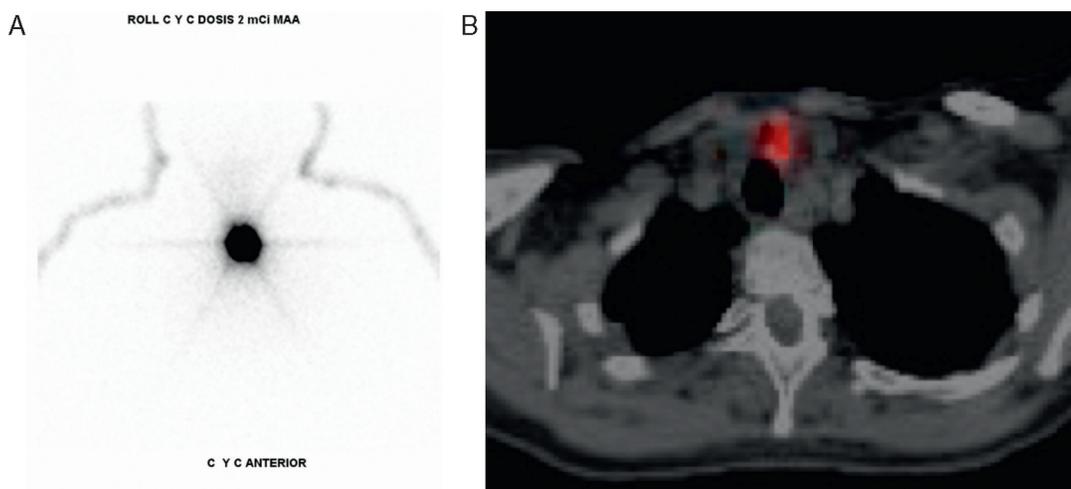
Marcación con Tc-99m-MAA: A. Imagen planar con SPECT donde se observa lesión focal. Infortunadamente con esta imagen solo se puede verificar si la inyección es de buena calidad, ya que no se puede determinar ninguna referencia anatómica. B. Imagen axial fusionada con SPECT/CT en la que se localiza lesión nodular pretraqueal izquierda correspondiente a recaída ganglios subcentimétricos de grupo vi.
